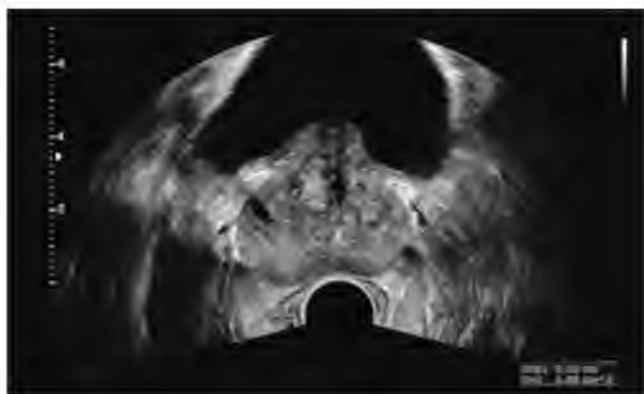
Снимок ТРУЗИ предстательной железы с выделенным участком поражения ткани.
